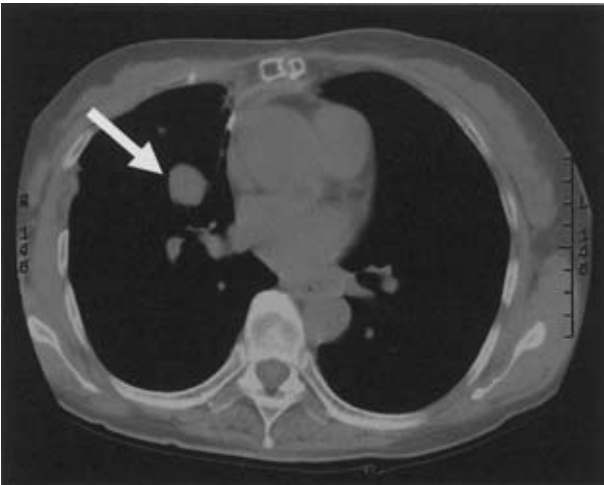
Chest CT in JUN-1998, with tumor shadow in the right lung (arrow).
